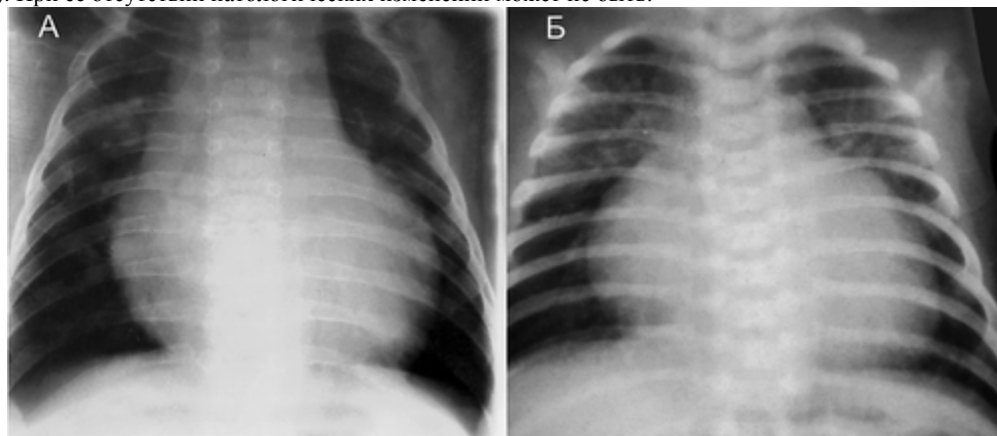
Рентгенограммы новорождённых с ГКМП.
